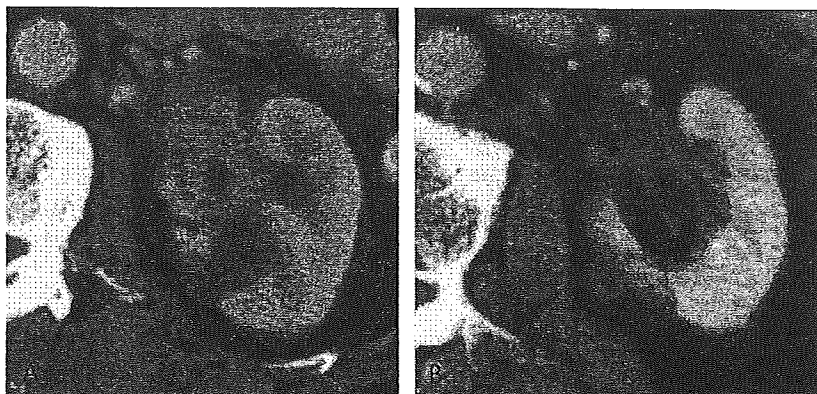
Enhanced CT scan of the kidney of a patient with AIP. A, Ill-defined soft tissue mass in the renal pelvis and a 2-cm hypoattenuating renal lesion were detected in the left kidney. B, After steroid therapy, both retroperitoneal mass and cortical renal lesion decreased.
